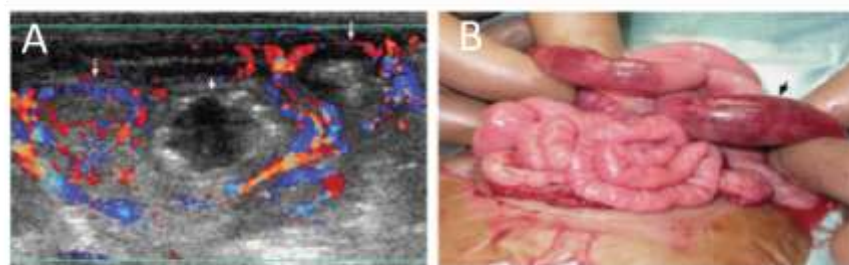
Corrélation entre l'aspect échographique et l'aspect per-opératoire d'une ECUN.
